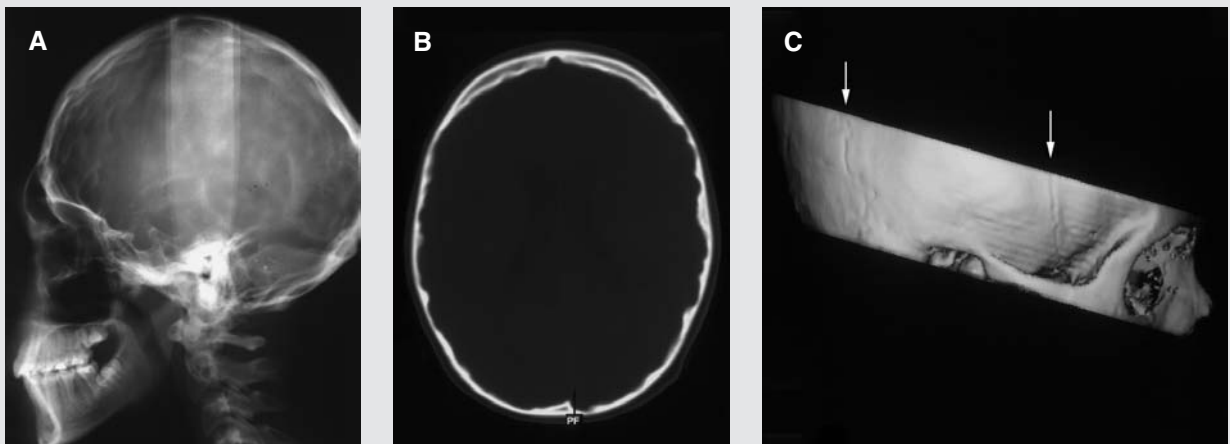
Patient nr. 2. A: Lateralt cefalogram visende udtalte impressiones digitatae. B: Axial CT-skanning visende udtalte skålformede fordybninger i den indvendige side af theca cranii. C: Tredimensionel rekonstruktion af CT-data der viser let åbentstående sutura lambdoidea og coronalis (hvide pile).
